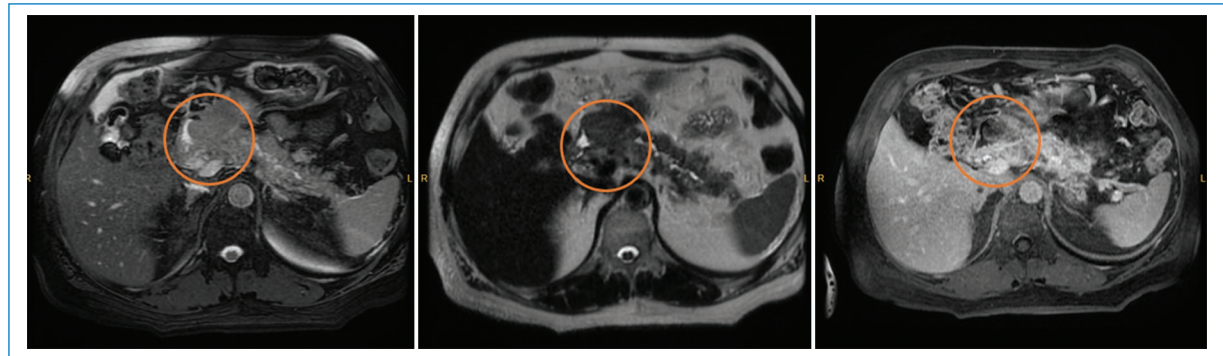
Cortes axiales en secuencia 2D T1, T2, T2 fatsat de RM nuclear de abdomen donde se observa formación localizada en cabeza de páncreas (demarcada con círculos rojos), la cual ocasiona dilatación del conducto pancreático principal.
